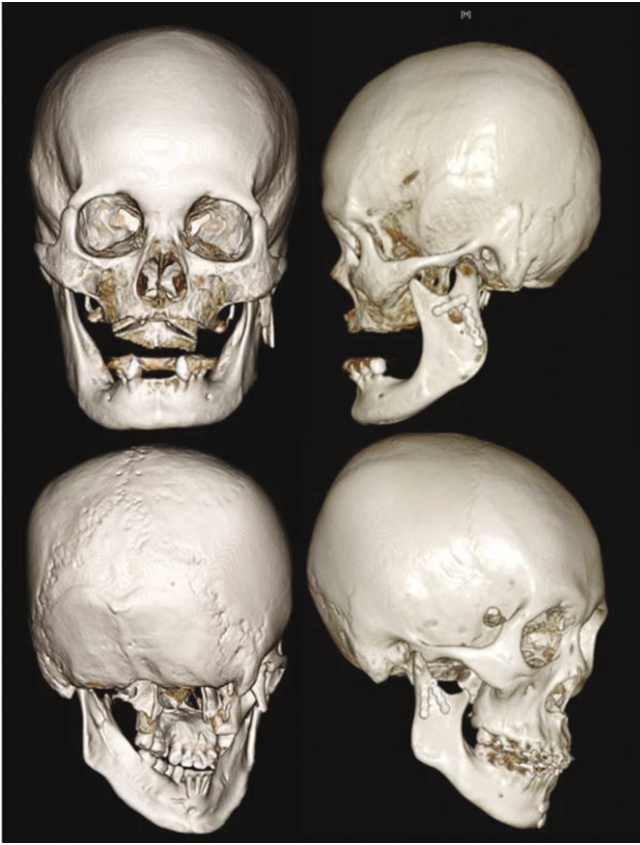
A images of preoperative (left), postoperative (right) 3-dimensional computed tomography image of lateral-overrided subcondyle fracture in a patient.
